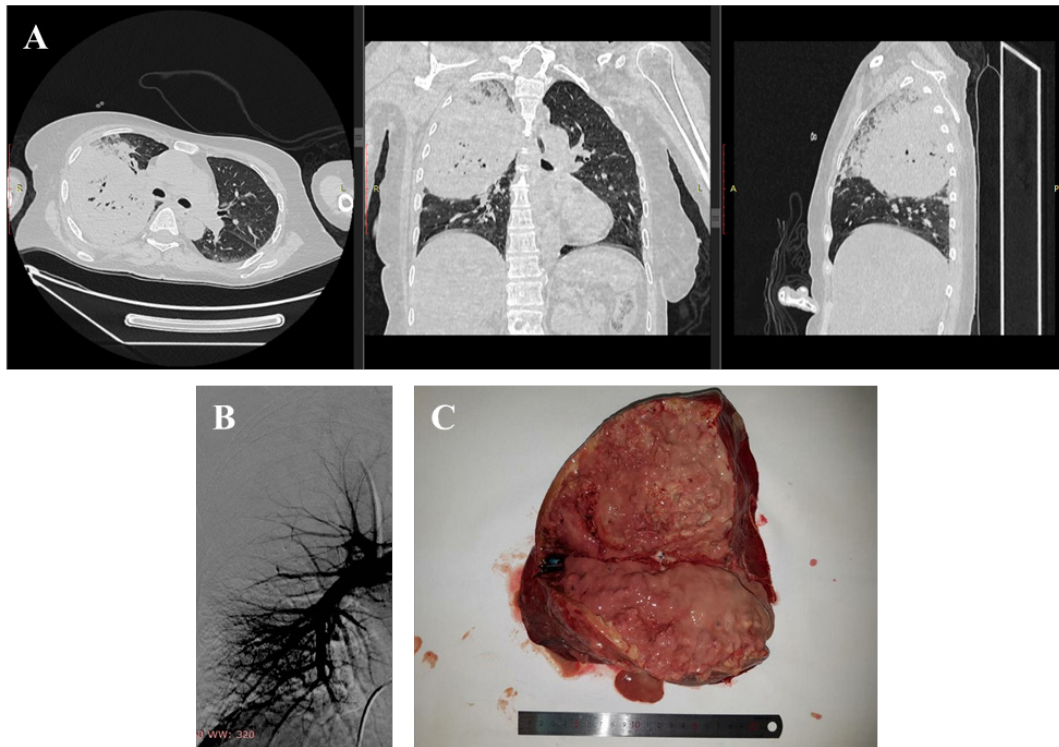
Сканы МСКТ ОГК, ангиопульмонограмма пациента при поступлении, удаленный операционный материал (клинический пример № 3): А — сканы МСКТ ОГК пациента: массивное затемнение паренхимы верхней доли правого легкого; В — ангиопульмонограмма правой легочной артерии; С — удаленный операционный материал (верхняя доля правого легкого)
